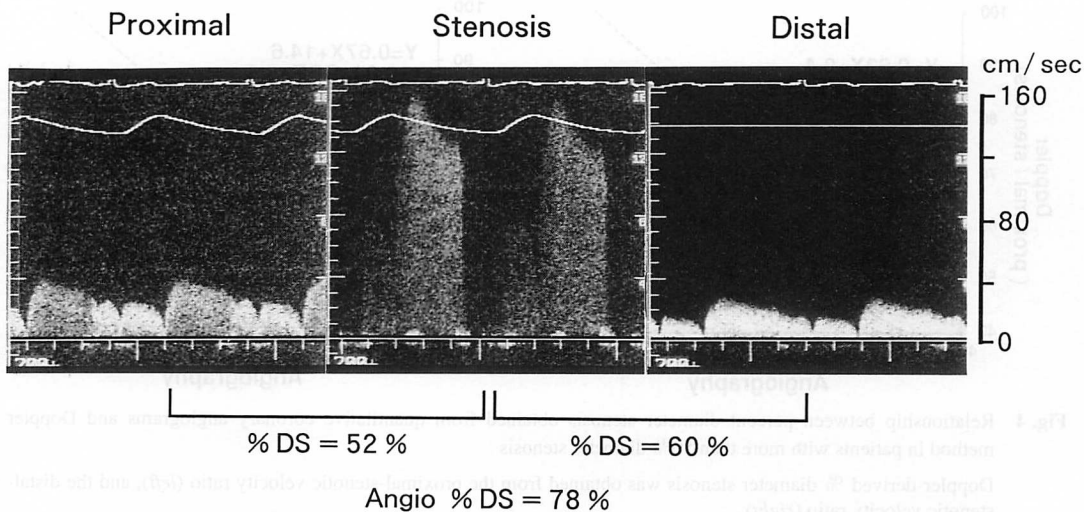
Doppler velocity measurements at the proximal (left), stenotic (middle), and distal sites (right) in a patient with more than 50% diameter stenosis
